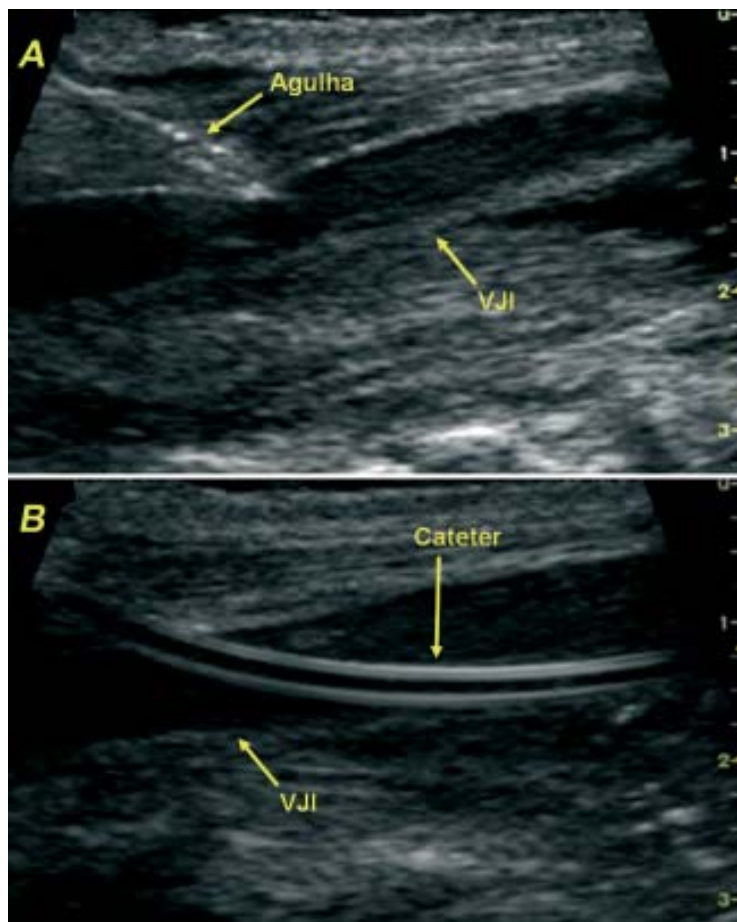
Punção da veia jugular interna (VJI) guiada por ultra-sonografia. A: Momento em que a agulha transfixa a parede da veia jugular. B: Após a passagem do fio-guia, implanta-se o cateter, que pode ser visibilizado no interior do vaso.
